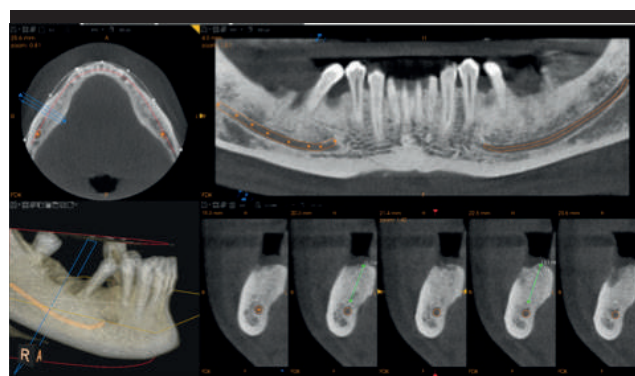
CBCT della mandibola (CS 9300®, Carestream): volume osseo residuo in sede #46.
